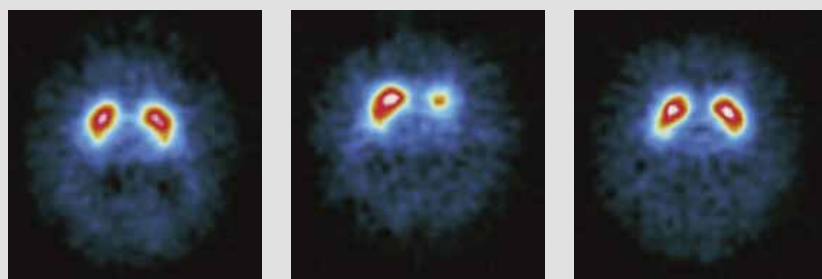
Beta CIT SPECT u zdravé kontrolní osoby, pacienta s pravostranným hemiparkinsonizmem (Hoehn a Yahr stadium 1, H-Y 1) a jednoho pacienta s pokročilým PN (H-Y 4). Oboustranně stejné čárkovité zobrazení striata u kontrolní osoby, redukce striatální vazby u PN (viz text), axiální řezy na výši maximální vazby ve striatu
